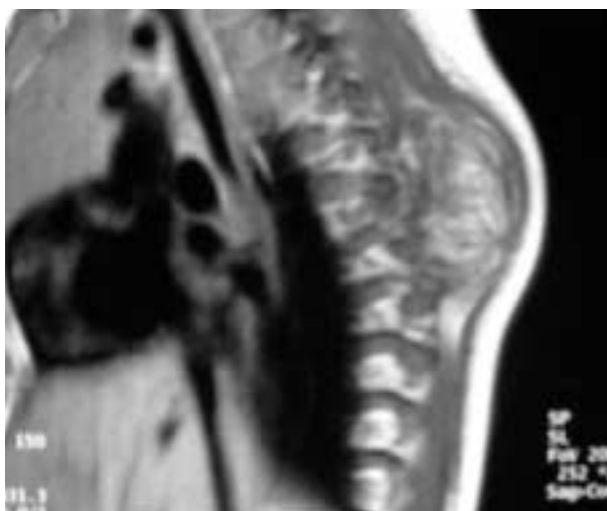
RMN de lipoblastoma torácico con invasión de canal intrarraquídeo a través de agujeros de conjunción.
